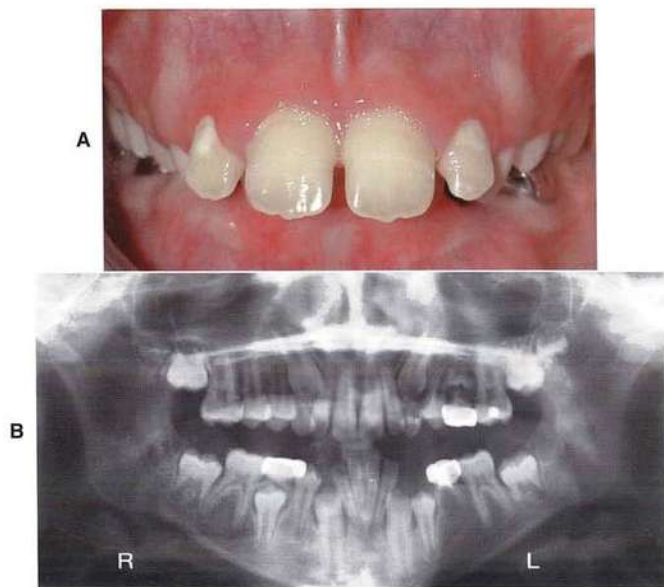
La fase del «patito feo». A, La posición de los caninos permanentes sin erupcionar da lugar al espaciamiento de los incisivos y la ubicación mesial de las raíces. B, Esta radiografía panorámica demuestra que los caninos han erupcionado y están muy próximos a las raíces de los incisivos laterales. Los espacios entre los incisivos, incluyendo los diastemas de la línea media disminuyen y en ocasiones suelen cerrarse al erupcionar los caninos.
